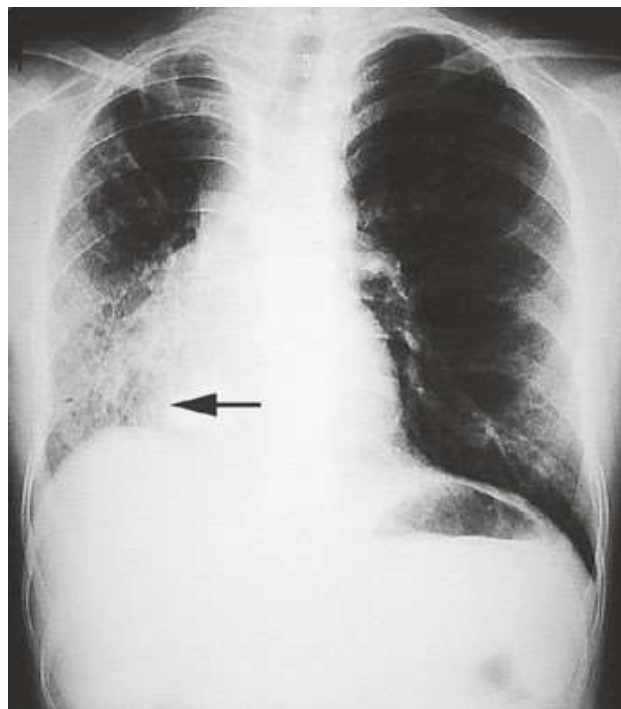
Radiographie thoracique d'une jeune fille de 14 ans atteinte du syndrome du cimenterre avec une cloison auriculaire intacte montrant une dextroposition du cœur et de la veine cimentaire (flèche)
